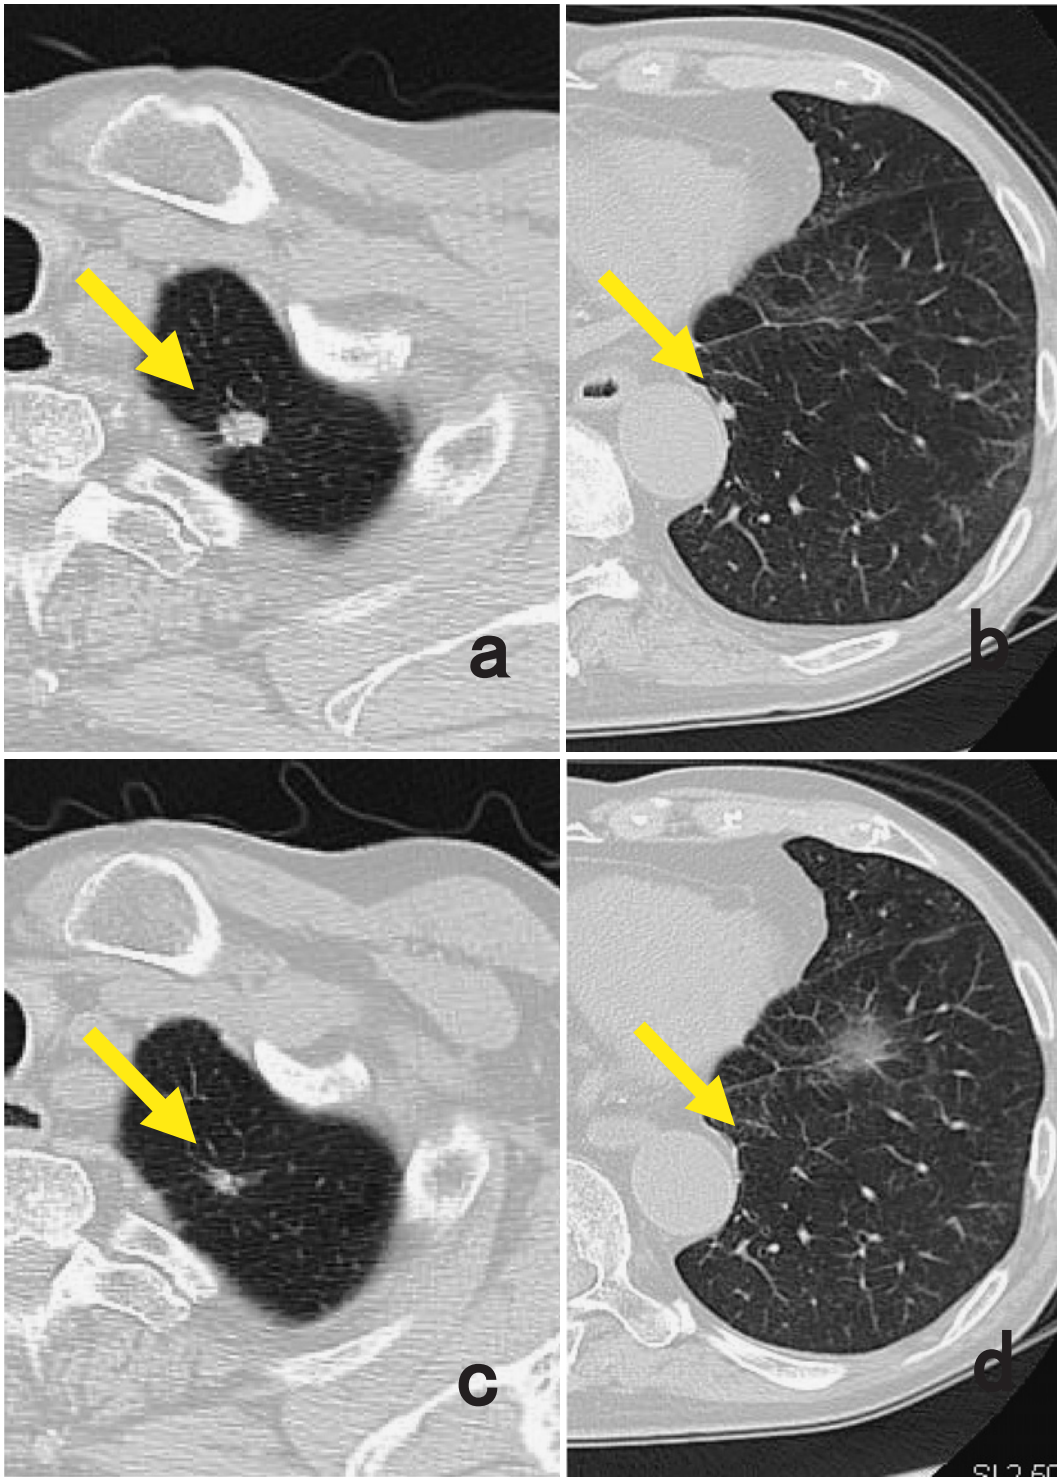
Chest CT shows pulmonary metastasis (arrows) in the left upper lobe (a) and the left lower lobe (b). Chest CT after gefitinib therapy reveals a partial response (c, d).
